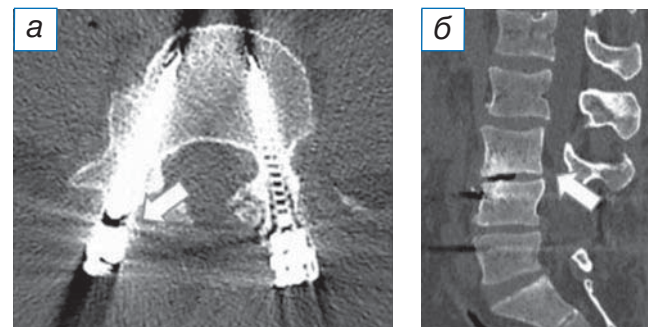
Мультиспиральная компьютерная томография: а (аксиальный срез) — стрелкой показана область перелома транспедикулярного винта; б (сагиттальная реконструкция) — стрелкой отмечена область дегенерации над стабилизированным позвоночно-двигательным сегментом.
